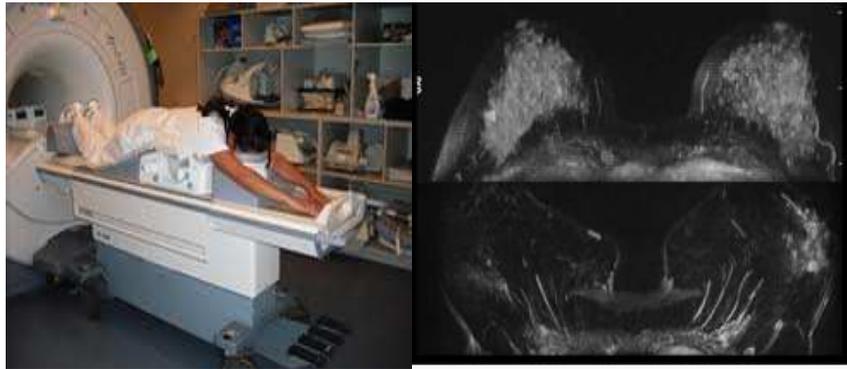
Posicionamiento para realizar una IRM de mamas, imágenes axiales ent2.
